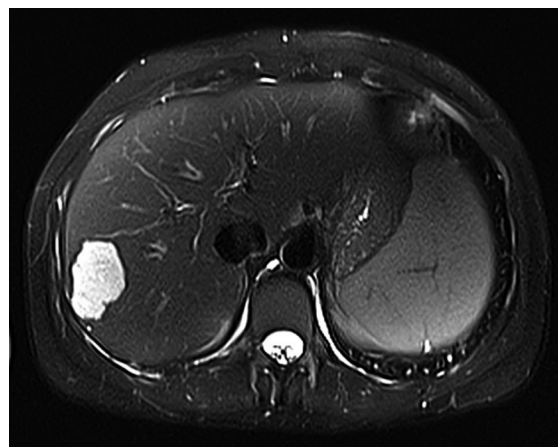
RMN hepática donde se observa hemangioma en segmentos 6 y 7.
